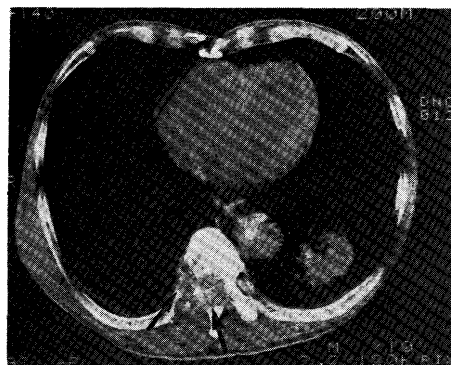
Thoracic X-ray CT image.
